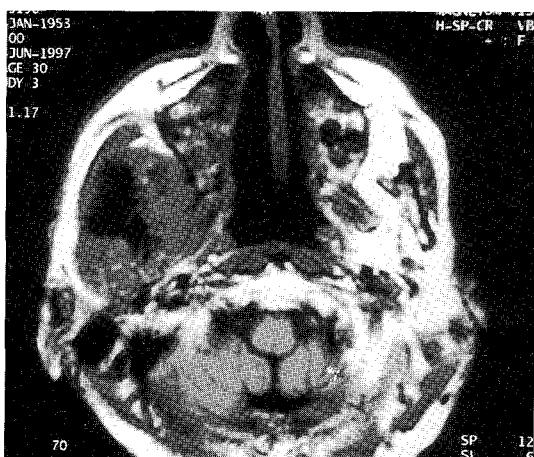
MR image showing large soft tissue mass lesion at right mandibular condyle with permeative destructive change.
